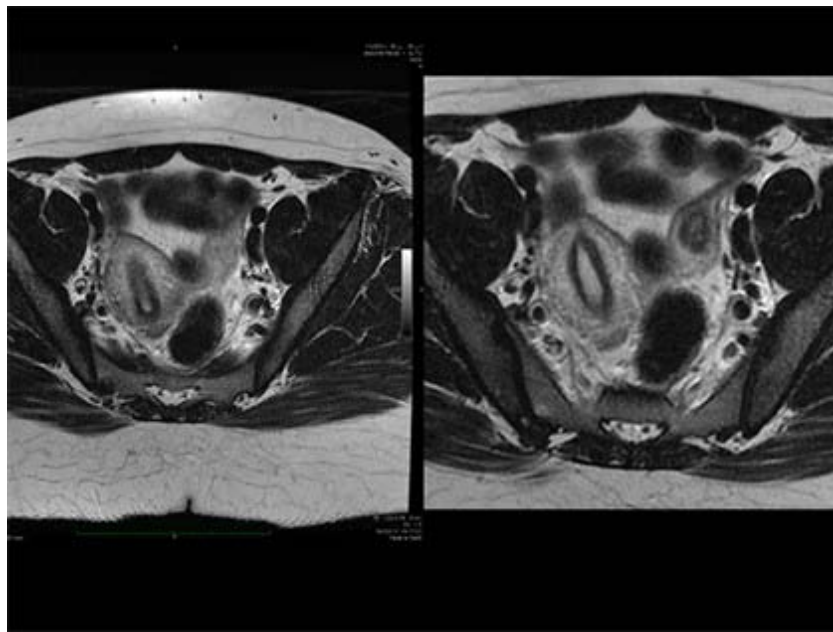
b : L'examen IRM fait en complément confirme le diagnostic ; Classe U 4a
